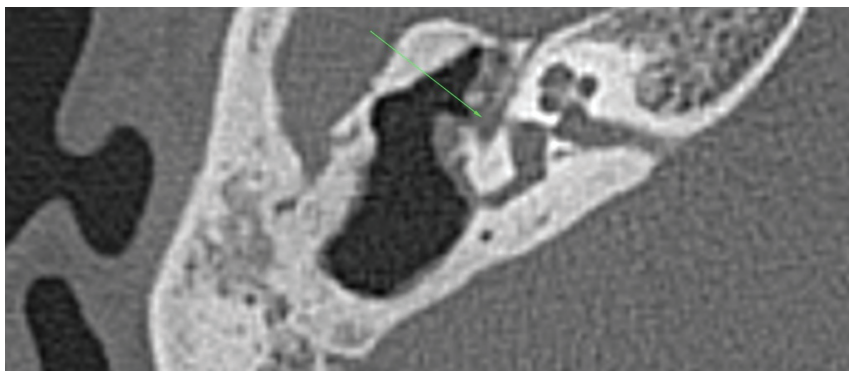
Компьютерная томография правой височной кости, аксиальный срез. Стрелкой указан дефект костной стенки канала лицевого нерва.
